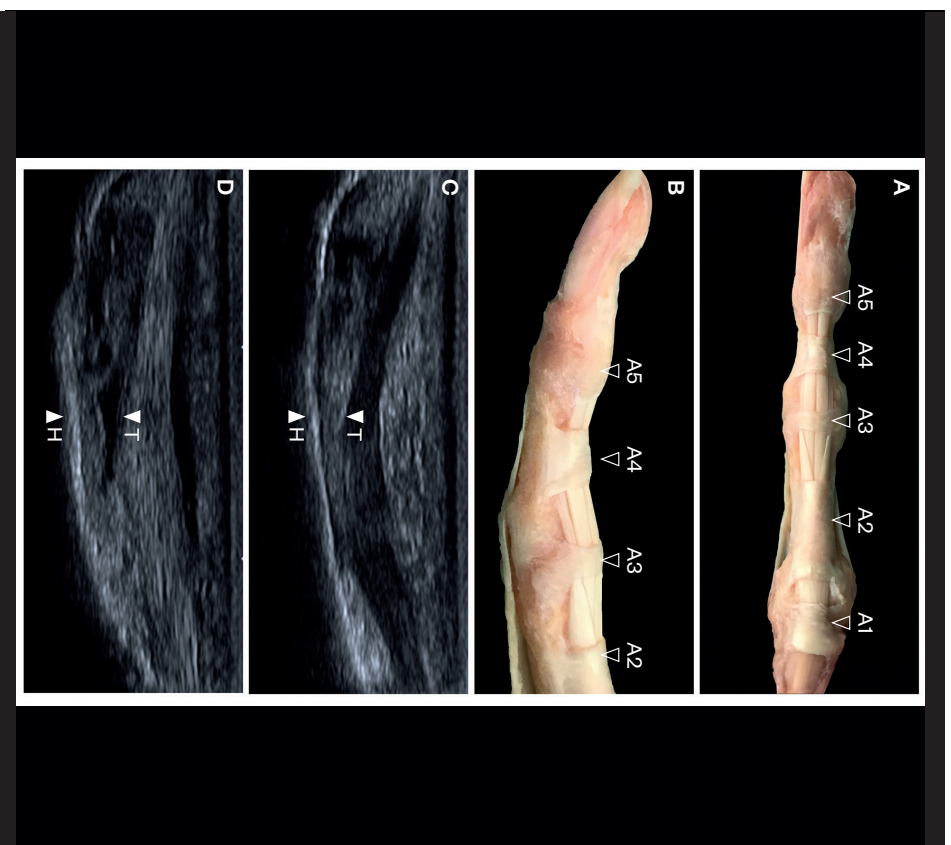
Comparación de hallazgos anatómicos y ecográficos del sistema digital de poleas anulares. a,b Poleas anulares cadavéricas (flechas negras) en la cara palmar y lateral, c Imagen ecográfica en eje largo en cara palmar de una polea, A4 sin rotura, distancia tendón (T, flexor profundo) hueso (H, falange media) (TH) de 1,1mm (flechas blancas) en posición de flexión activa del dedo, d Imagen ecográfica en eje largo en cara palmar de una rotura completa de una polea A4, distancia TH de 2,3mm (flechas blancas) en posición de flexión activa del dedo. Fuente: Iruretagoiena-Urbieta X, De la Fuente-Ortiz de Zarate J, Rodríguez-López ES, Barceño-Gallindez P, Oliva-Pascual-Vaca A, Otero-Campos A, Blasi M. Ultrasonographic Diagnosis of A2 or A4 Flexor Tendon Pulley Injury: A Systematic Review. *Wilderness Environ Med.* 2020;1080-6032(20)30130-7
